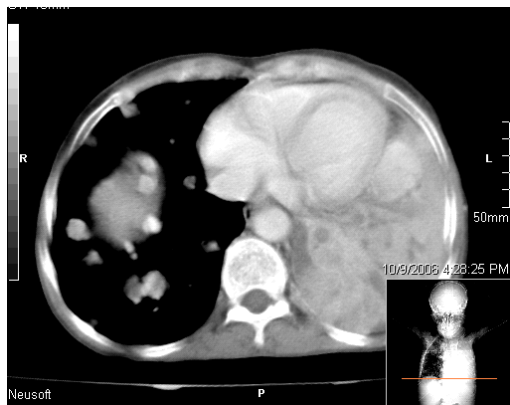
Tomografía axial computarizada de tórax al 6° día de hospitalización.
